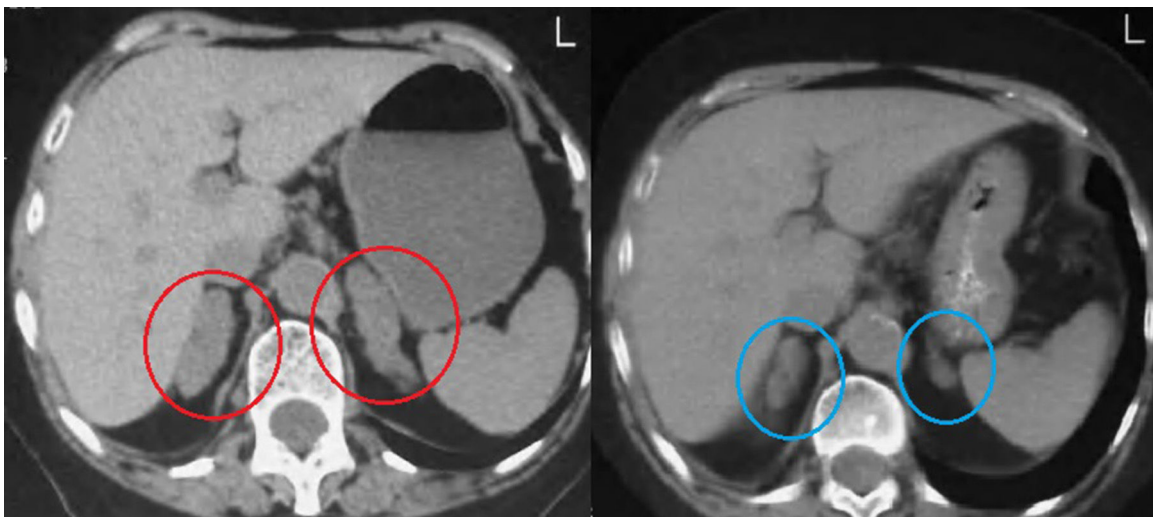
TC abdominal. Se observan glándulas suprarrenales muy aumentadas de tamaño de forma bilateral, con un contorno globuloso y nodular (izquierda). Tras 2 años de seguimiento se repitió la TC y se objetivó que las glándulas habían disminuido de tamaño (derecha).
